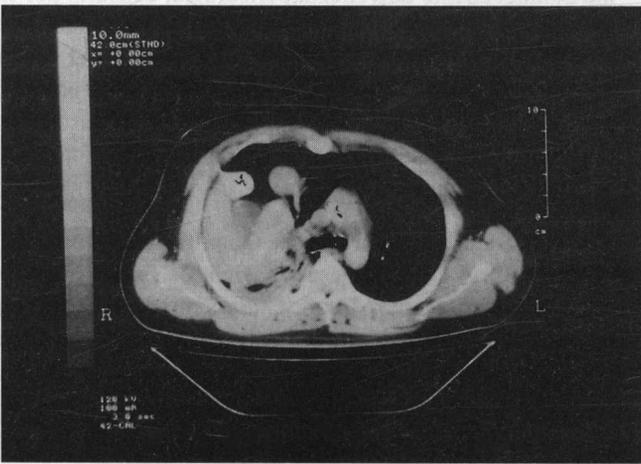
En la TAC se observa la presencia del hígado dentro de la cavidad torácica.
